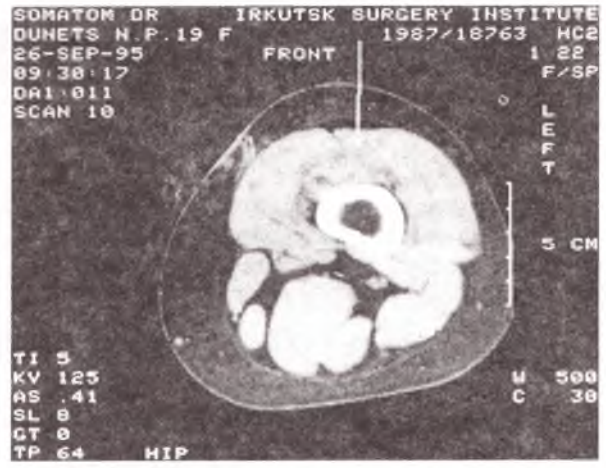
Томограмма левого бедра б-ой Д. до операции (уровень 10).
